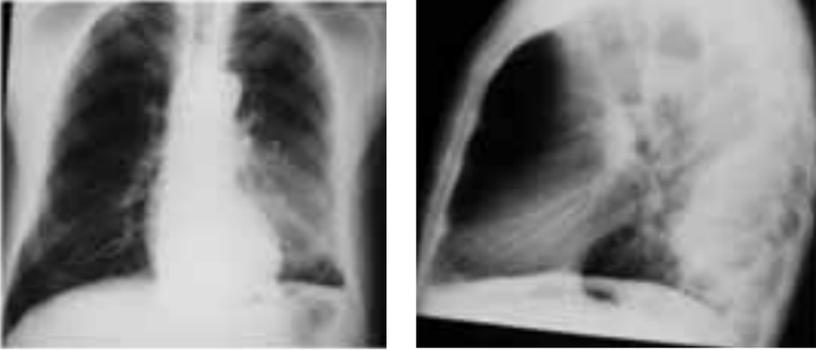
A y B) Radiografía frontal y lateral de tórax de un paciente con un empiema pleural localizado en la región posterior del hemitórax izquierdo. C) La ecografía torácica detecta una colección hipocogénica correspondiente al empiema (flecha).
